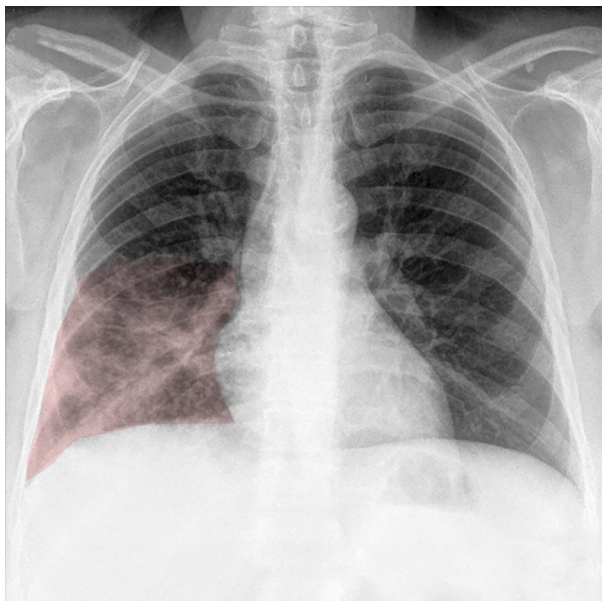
Radiografia simples do tórax em incidência posteroanterior.
